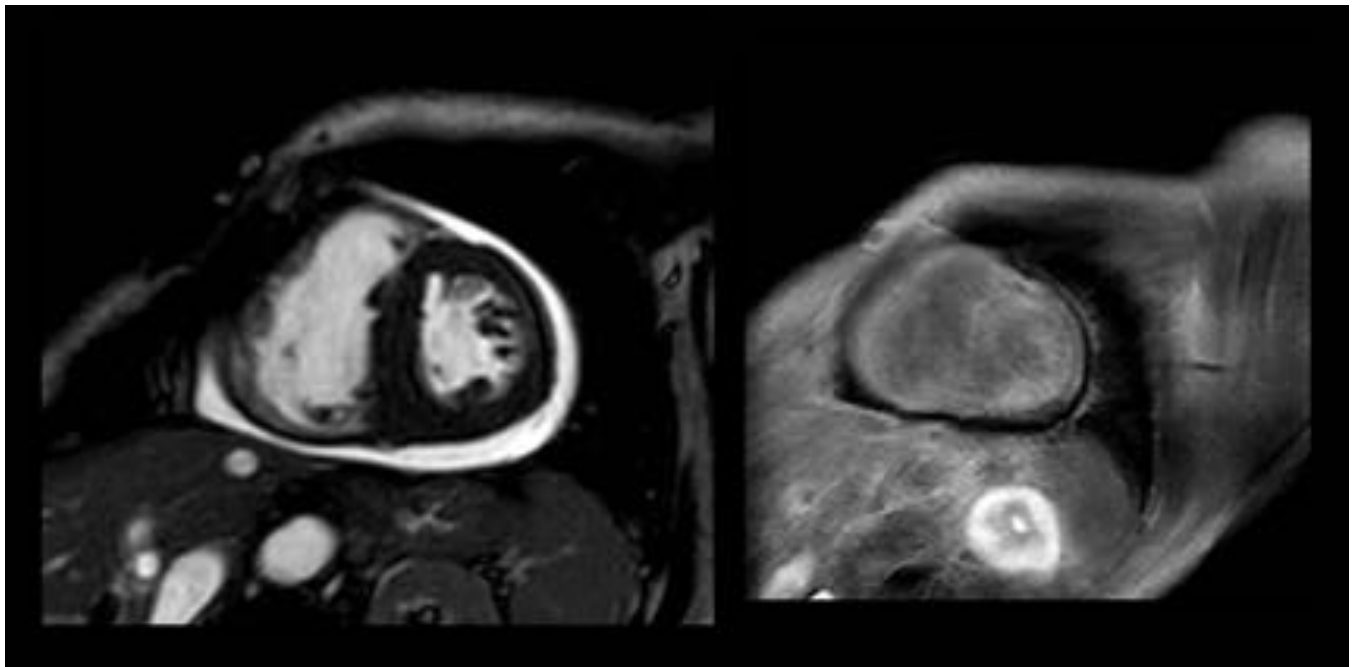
CASO 3 - RM cardíaca. A la izquierda, eco de gradiente en modo cine del eje corto mostrando hipertrofia ventricular izquierda de predominio septal basal. A la derecha, T1 IR con captación tardía de gadolinio endomiocárdica y transmural parcheada.
